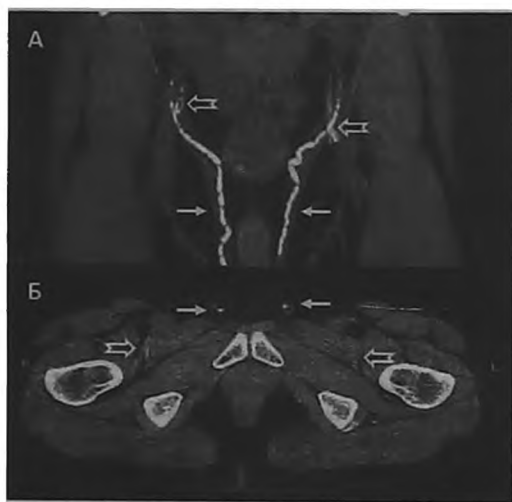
Пациент М., 57 лет. КТ таза. А. Фронтальная проекция. Б. Поперечная проекция. Двусторонняя диффузная кальцификация паховой и мошоночной частей СВП (сплошные стрелки) и запирающих артерий (полые стрелки) с обеих сторон
